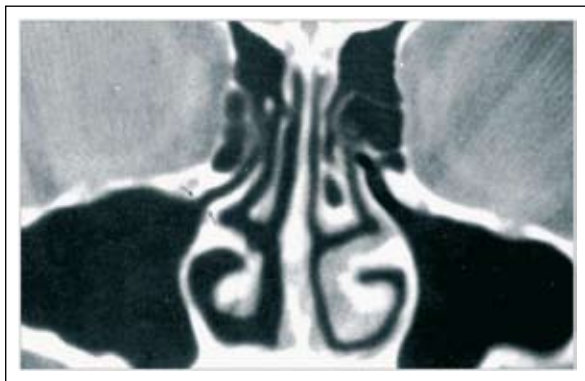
TC seni paranasali (proiezione coronale diretta): seni paranasali esenti da patologia
